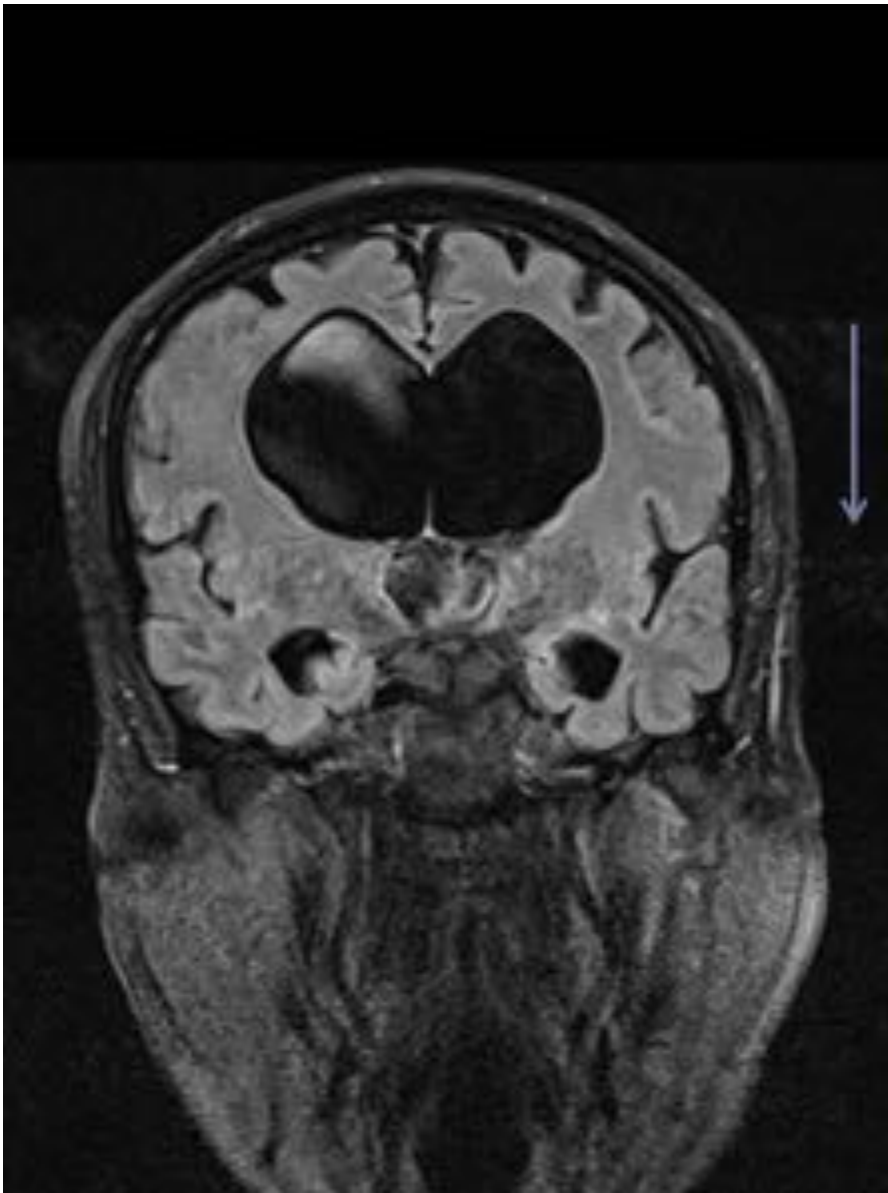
Paciente con hidrocefalia a presión normal que ha sido sometido a VPME. Imagen de RM secuencia FLAIR plano coronal. A nivel del corte correspondiente al suelo del tercer ventrículo, se observa artefacto o imagen de hiperseñal en la dirección de codificación en fase (de derecha a izquierda) (flecha) compatible con artefacto por flujo del LCR en esta localización. Este hallazgo es indicativo de permeabilidad del ostoma de la membrana premamilar.
